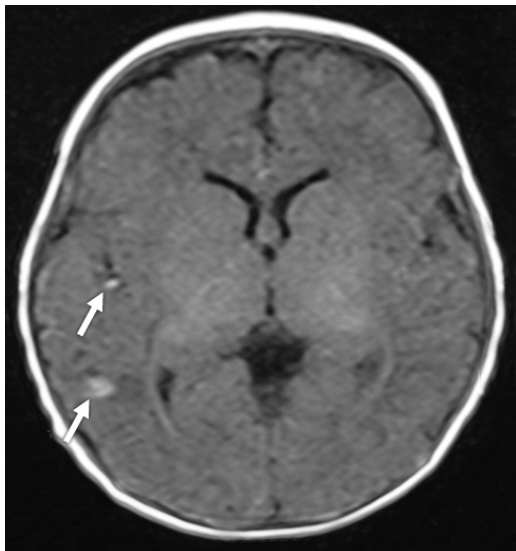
Resonancia magnética de cerebro del lactante con infección por citomegalovirus. Las flechas señalan las lesiones en la región tétoro-occipital derecha. Se observan imágenes hiperintensas y focos hemorrágicos subagudos.
